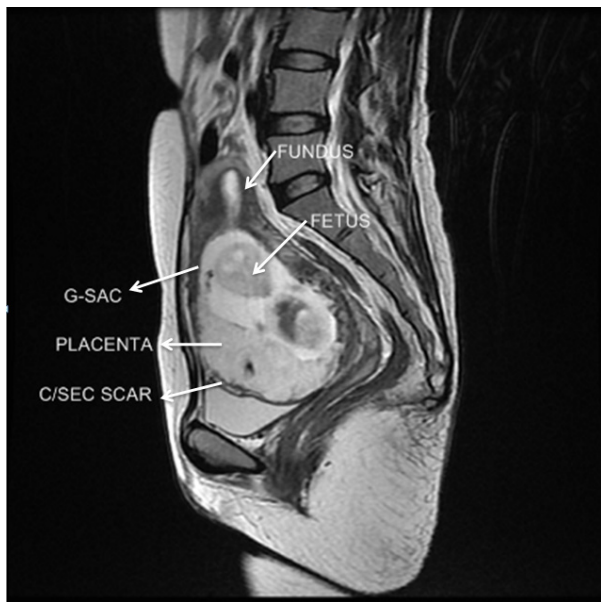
Preprocedural sagittal T2-weighted MRI shows a 10 cm sized gestational sac and fetus with 7.2 cm sized CRL, implanted into a previous cesarean section scar. MRI: magnetic resonance imaging, CRL: crownrump length.
